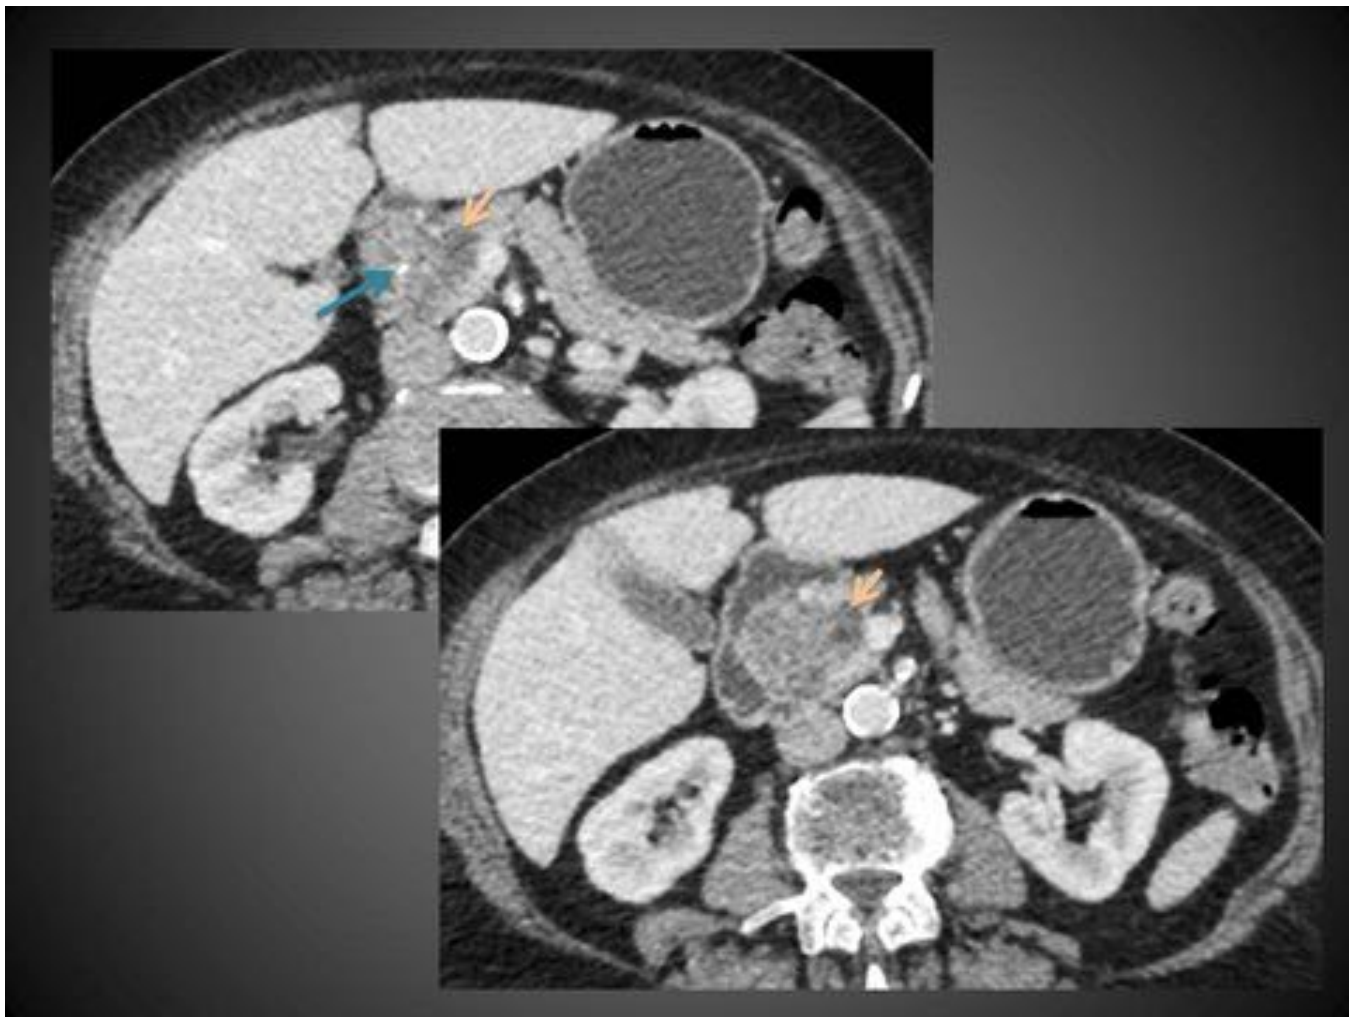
Mujer de 75 años que en un TC realizado por otro motivo presenta una lesión incidental en la cabeza del páncreas (flechas cortas). Obsérvense sus contornos microlobulados y su composición a base de pequeñísimos quistes rodeados por tabiques realzantes además de un foco de calcificación central en el corte más superior (flecha larga). El diagnóstico por imagen fue de cistadenoma microquístico que se confirmó en ecoendoscopia+PAAF (que desconocemos el motivo por el que se le realizó).
